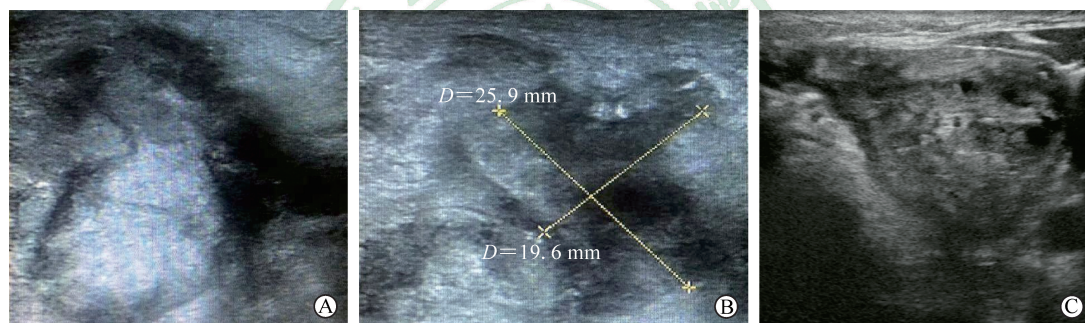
甲状腺结节微波消融术后液化性坏死区超声表现
